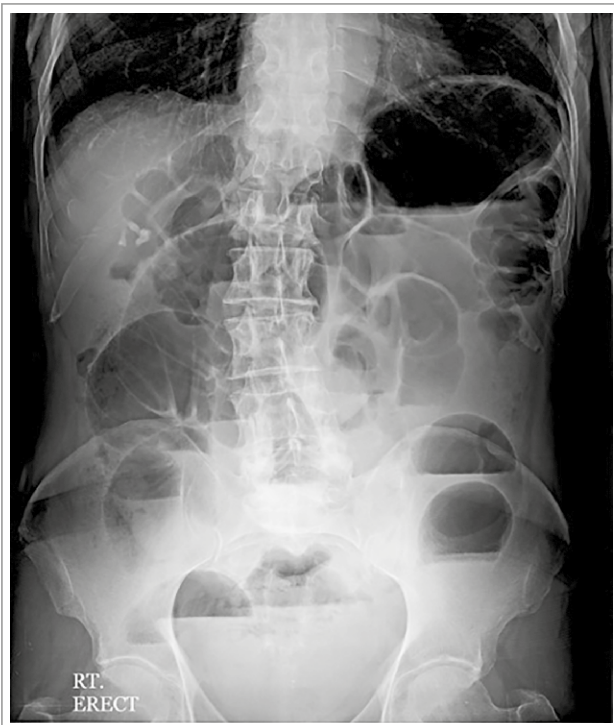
Radiografía de pie en un paciente con obstrucción intestinal. Se observa distensión de asas, ausencia de aire en pelvis y múltiples niveles hidroaéreos (cortesía de Dr. Ahmed Abdrabou, Radiopaedia.org, rID: 35721).
